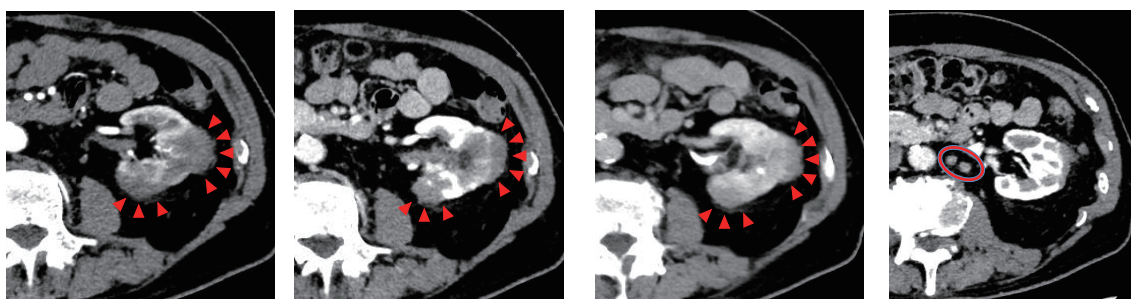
Computed tomography (CT) showing a slowly enhancing mass in the lateral aspect of the left kidney, with enlarged lymph nodes in the perirenal and para-aortic regions.
